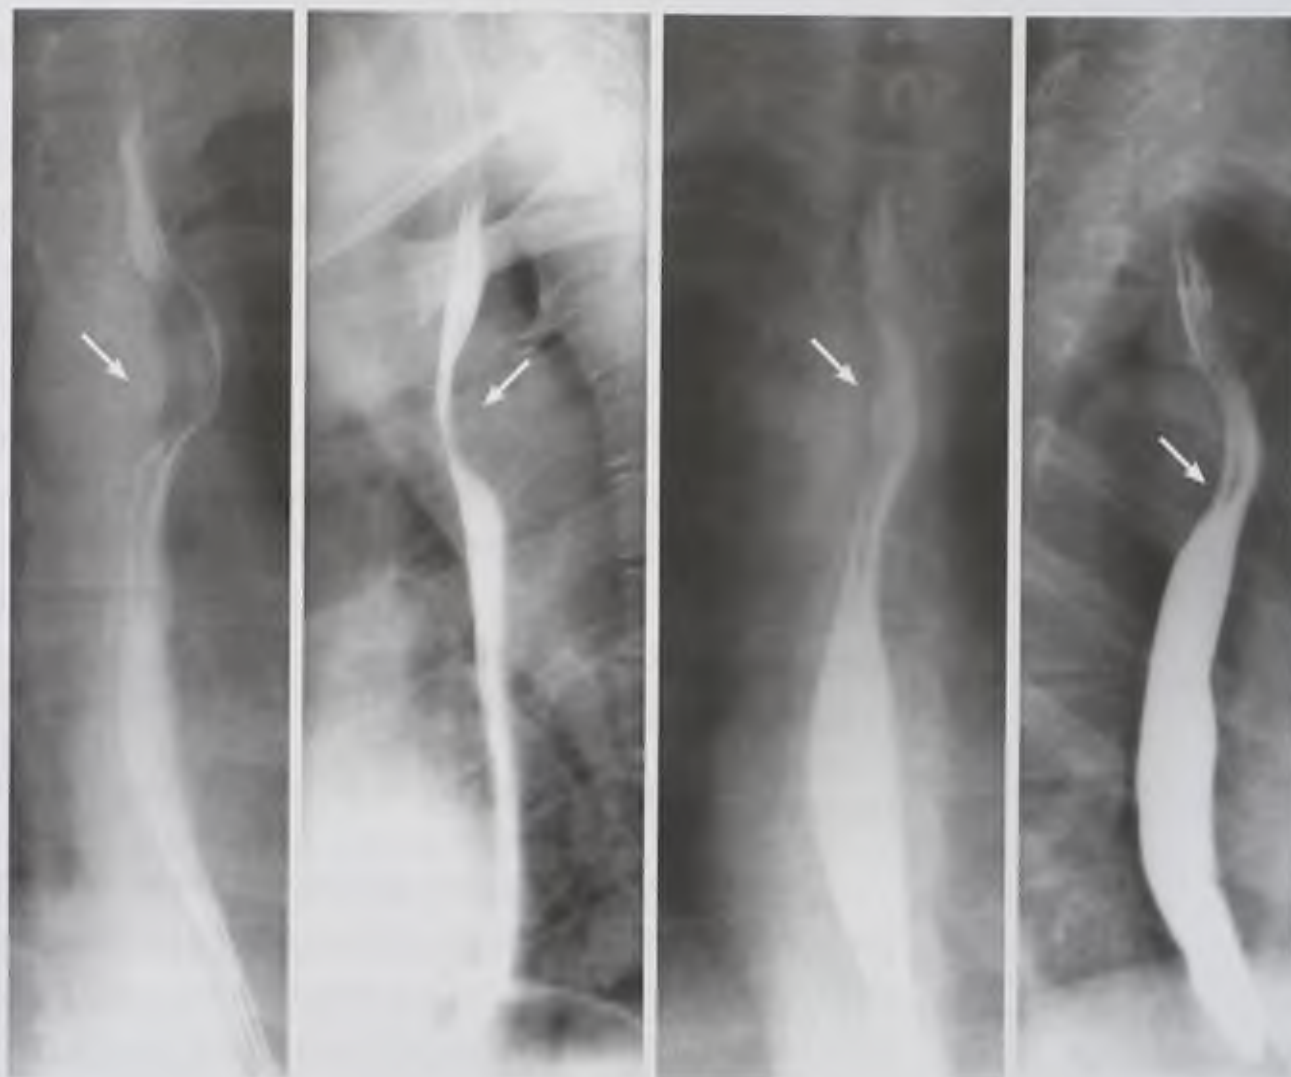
Рентгенограммы пищевода. Правосторонняя дуга аорты (стрелки)
